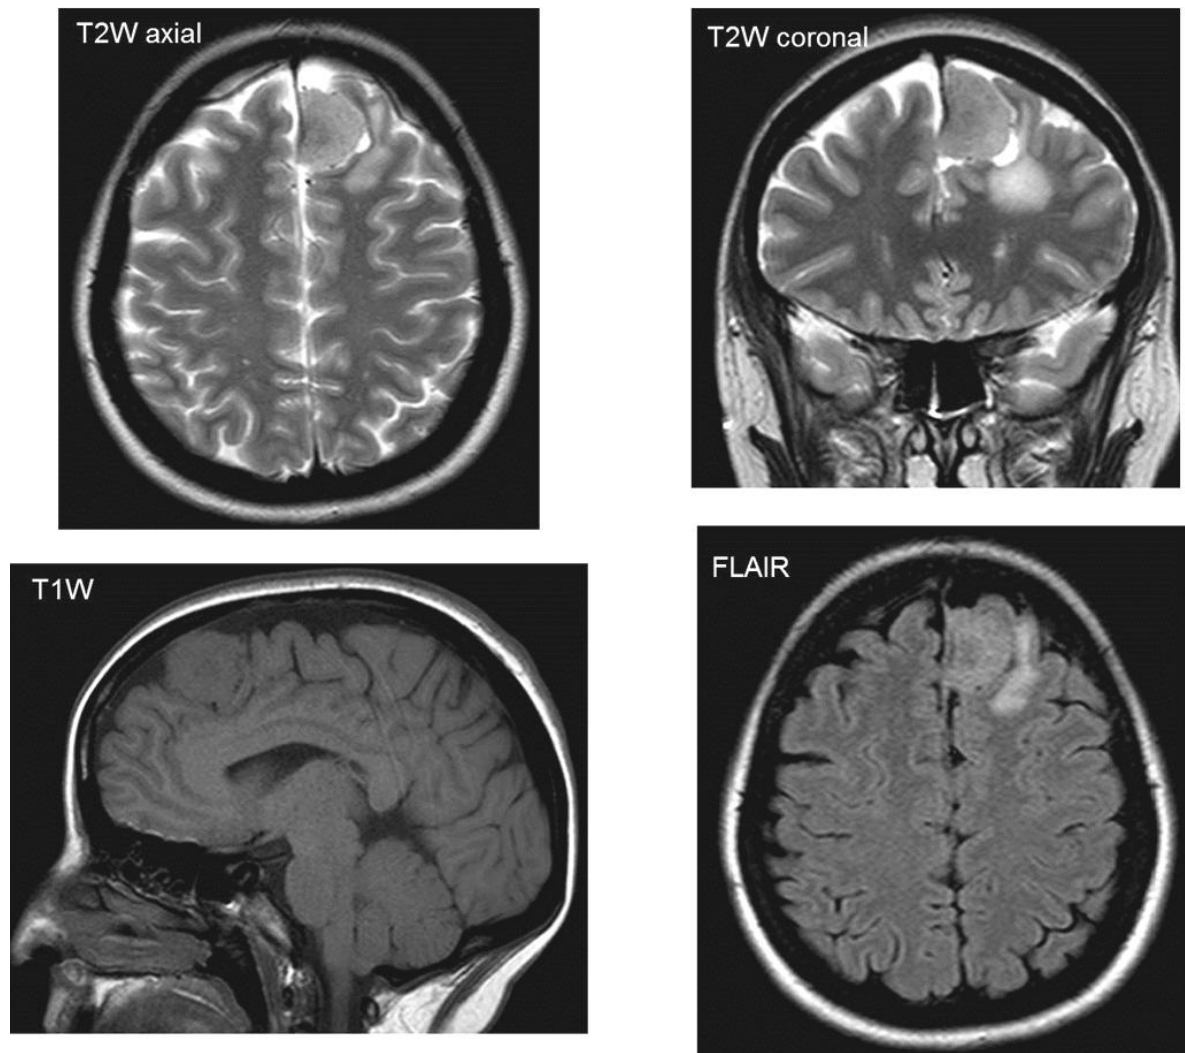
Meningioma .RM con masa adyacente al hoz del cerebro en el lóbulo frontal izquierdo redondeada , bien delimitada , isointensa con la corteza en T1W, moderadamente hiperintensa en T2W y FLAIR asociado a atrofia de la corteza adyacente, además de edema y ensanchamiento del espacio subaracnoideo por el crecimiento centrípeto del mismo , todas estas correspondientes a características extraxiales de la lesión . Imagen archivo F.C.I
